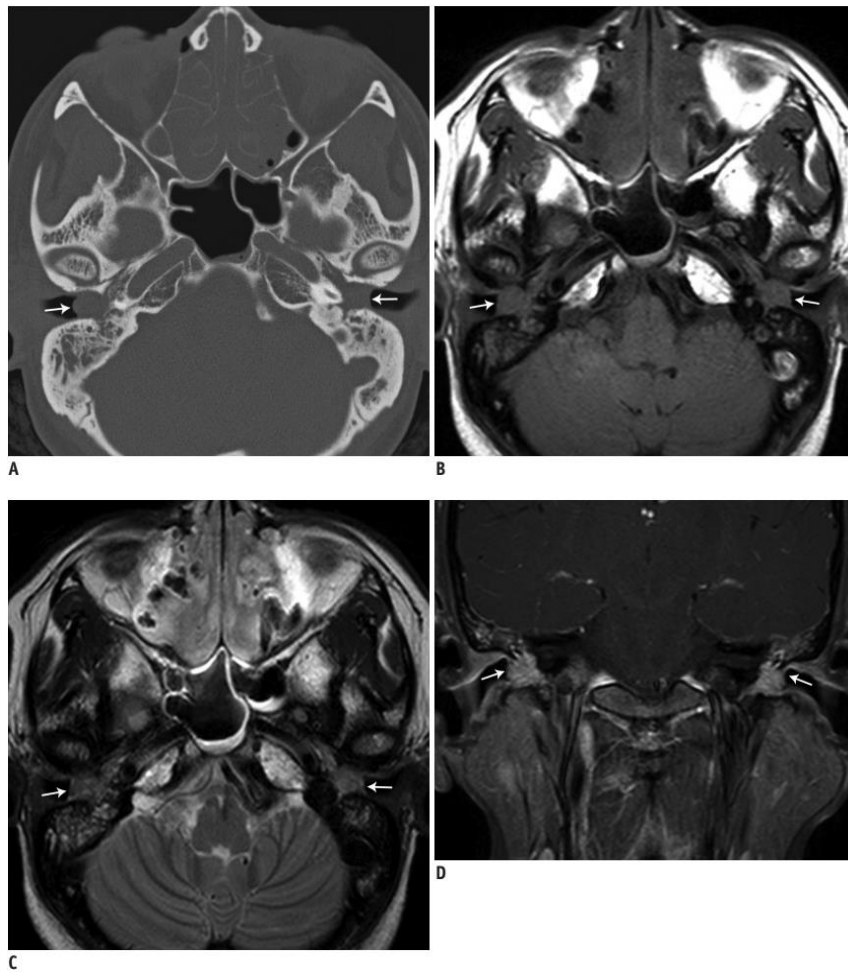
As imagens de TC (A) mostram que ambas as cavidades do ouvido médio estão completamente preenchidas. Os seios etmoidais e esfenóideais também estão completamente obliterados pela mucosa que se encontra espessada. As imagens da RM (B, C e D) com sinal em ponderação T1 e T2 intermédia mostra lesões nos tecidos moles a preencher as cavidades do ouvido médio (setas), com aumento heterogêneo do sinal sugestivo da presença de tecido de granulação. (25)
